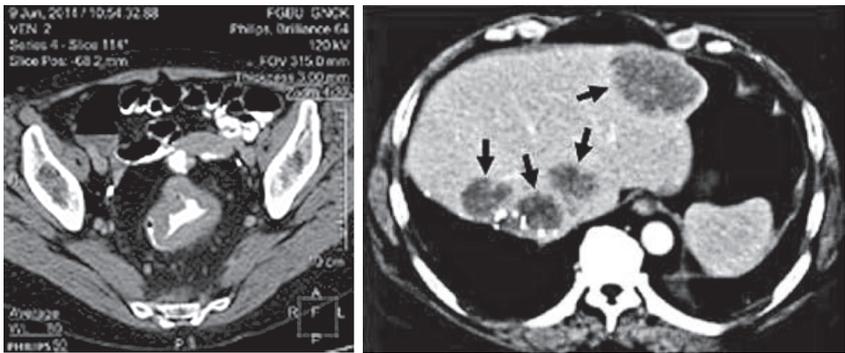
Компьютерная Томография. Метастазы рака толстой кишки в печень
